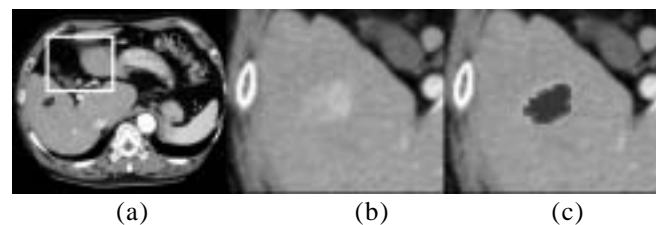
An experimental result for early arterial phase. (a) original CT image (b) close-up (c) detected liver tumor region
